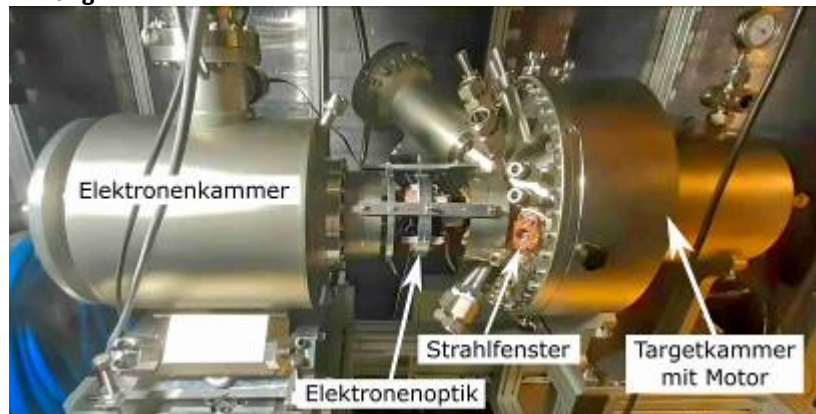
Prototyp der Linienfokusröntgenröhre
